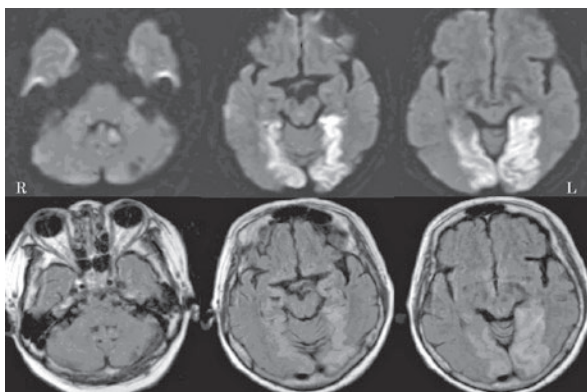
心原性脳塞栓により街並失認を呈した症例の入院時頭部単純MRI拡散強調画像
